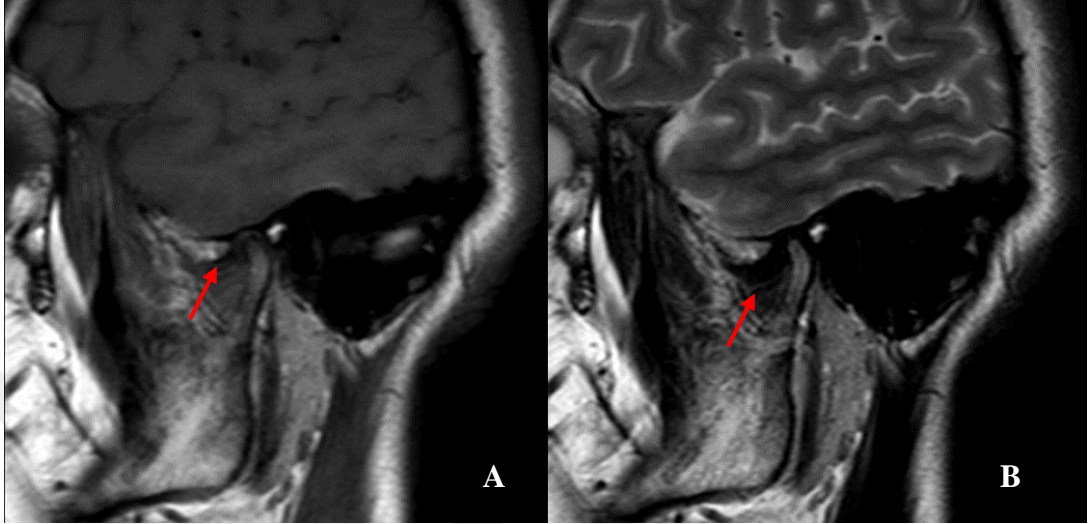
A, B: MRG'de redüksiyonsuz disk dislokasyonu izlenilmesi
